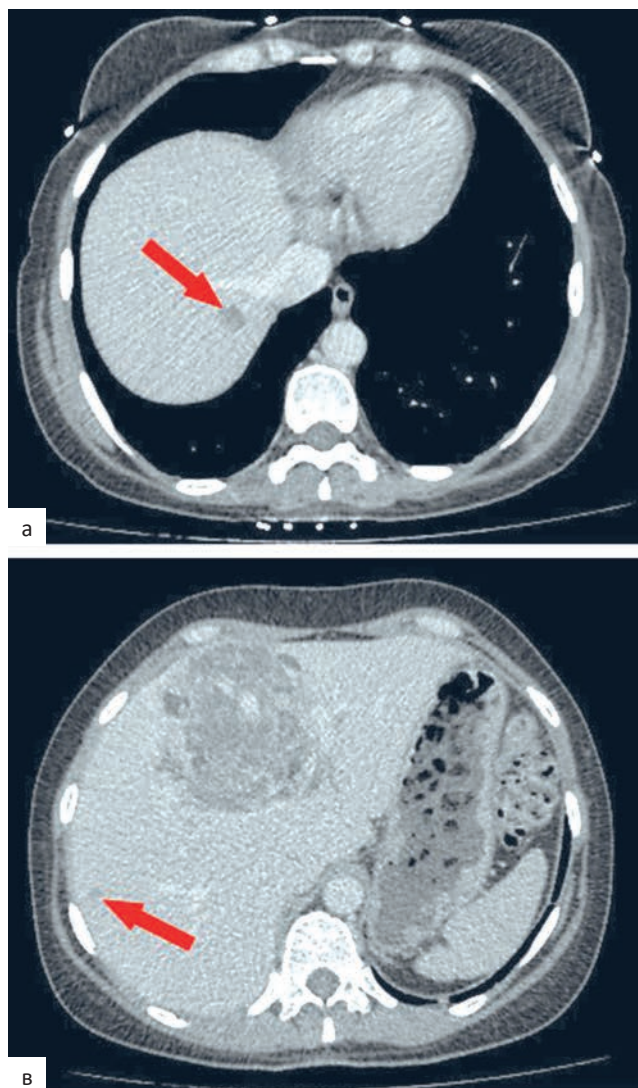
МСКТ, печень, аксиальная проекция. Венозная фаза исследования. Стрелками указаны «дочерние» опухоли в S7 (а) и S8 (б, в).
